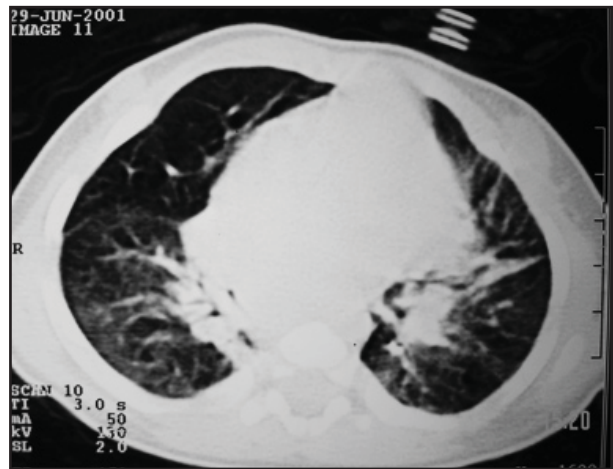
TC de tórax em paciente com diagnóstico de displasia broncopulmonar. Observamos espessamento do interstício peribrônquico e interlobular, faixas parenquimatosas e áreas hiperexpandidas, semelhantes a cistos, correspondentes ao pulmão hiperaerado, e atelectasias que conferem aos pulmões um aspecto de perda de arquitetura.
